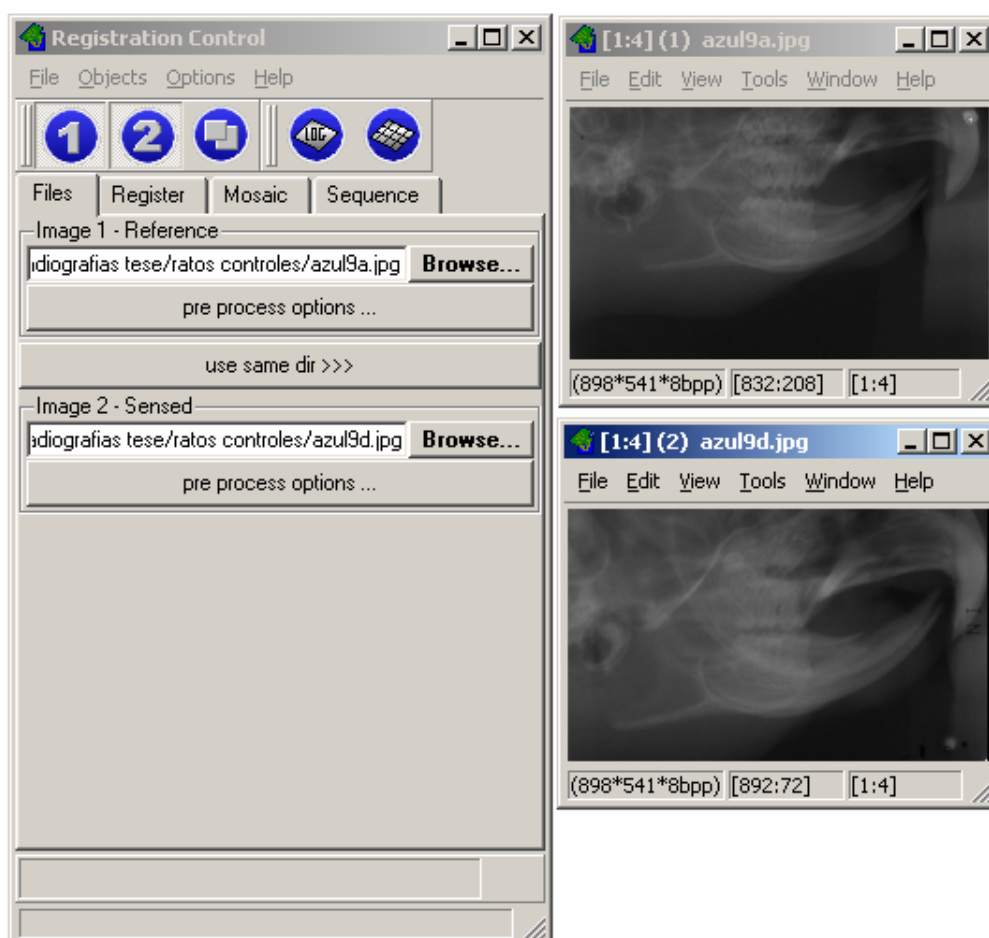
Radiografias inicial e final de um dos animais do grupo controle sendo preparadas para o ajuste geométrico entre as imagens.
